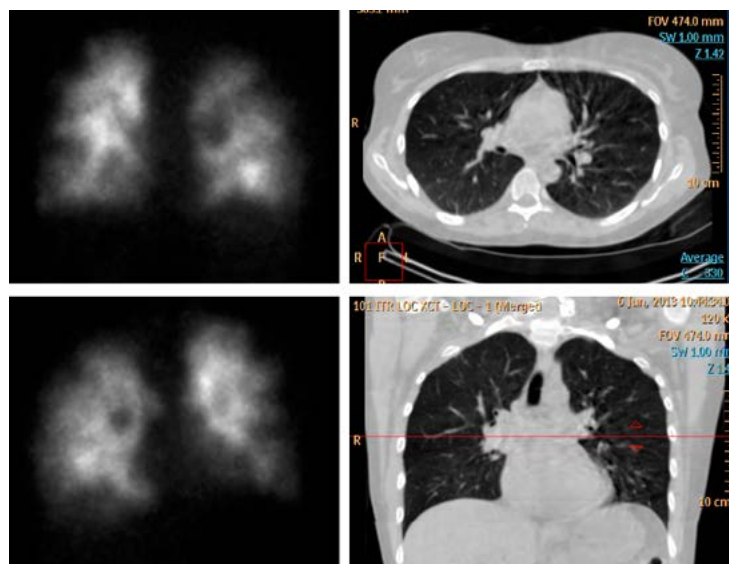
Сцинтиграфическая картина перфузии легких у пациентки 46 лет с направительным диагнозом ИЛГ, СДЛА 40 мм рт. ст. По данным исследования выявлены признаки перенесенной ранее двусторонней субсегментарной ТЭЛА. При этом, учитывая наличие дефектов перфузии с четкими контурами в латеральных отделах 2 сегментов с обеих сторон, нельзя исключить наличие острой ТЭЛА на субсегментарном уровне. При проведении селективной ангиопульмонографии, убедительных данных за наличие ТЭЛА до субсегментарных ветвей не получено, что свидетельствует о лизисе тромботических масс. Установлен диагноз ХТЭЛГ, на фоне ЛАГ-специфической терапии отмечался регресс ЛГ .
